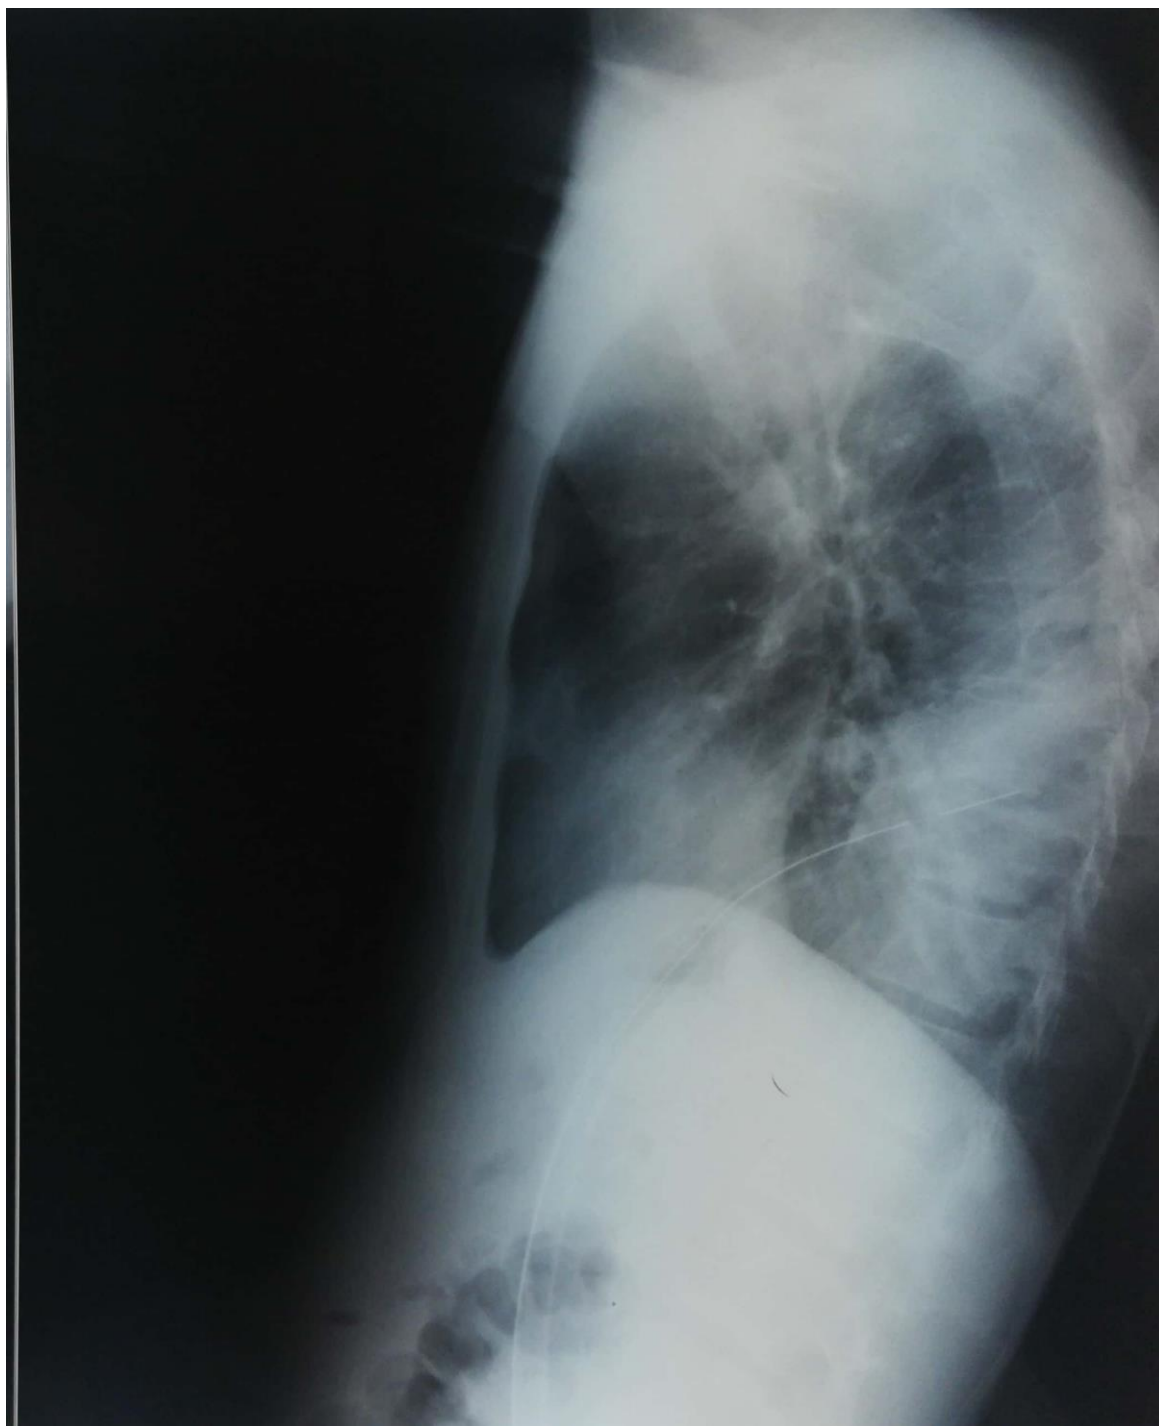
Radiographie de profil d'un épanchement pleural gauche avec drain en place chez un patient de 53 ans
